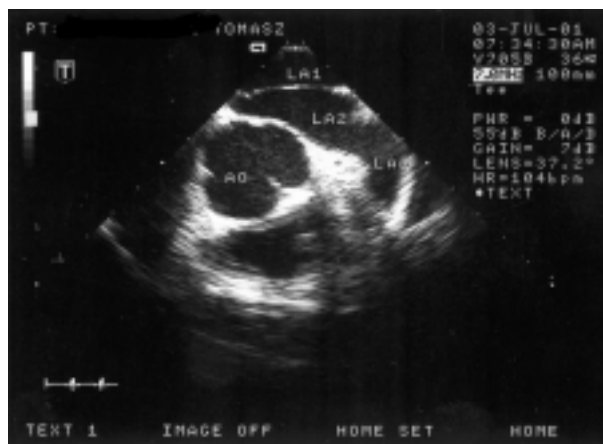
Echocardiographic examination — four chamber view. Arrow — membrane dividing left atrium in two chambers
